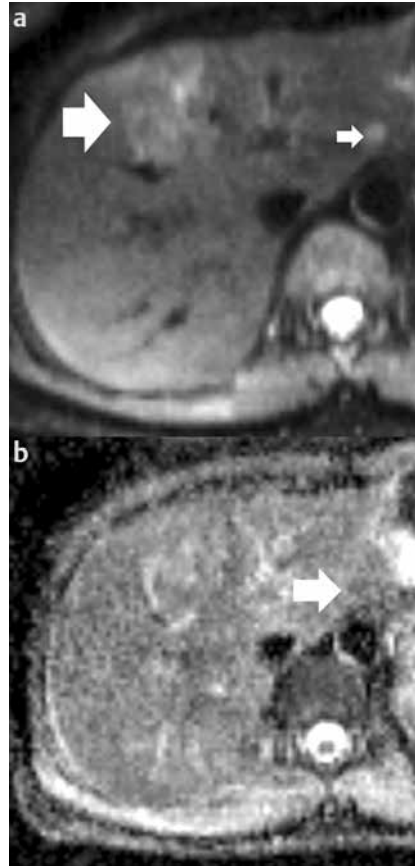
a-b Die zu Abb. 9 korrespondierende DWI- (a) und die dazugehörige ADC-Aufnahme (b) weisen eine eingeschränkte Wasserdiffusion des PECOMS (Pfeil, b) nicht jedoch der FNH auf.
